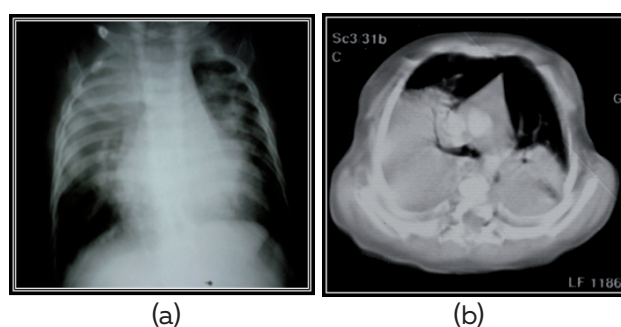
Imagerie thoracique : opacités alvéolaires bilatérales prédominant à droite à la radiographie du thorax (a), masse pseudo-tumorale pulmonaire bilatérale et médiastinale postérieure au scanner thoracique (b)
